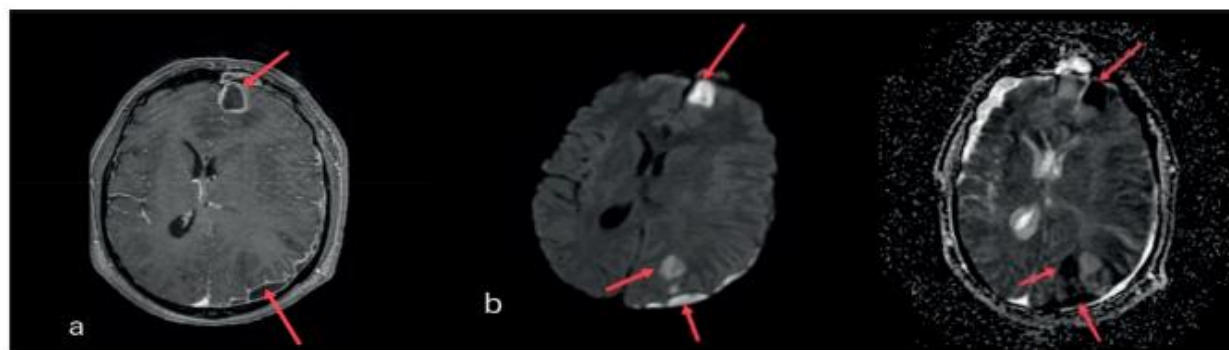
a. T1- weighted contrast-enhanced MRI highlights a hypointense left frontal lesion with peripheral enhancement (abscess), that increased in size from 20/15 mm to 22/19 mm, and hypointense left parietal subdural lesions (empyema); b. DWI/ADC: restricted diffusion of the lesions.
